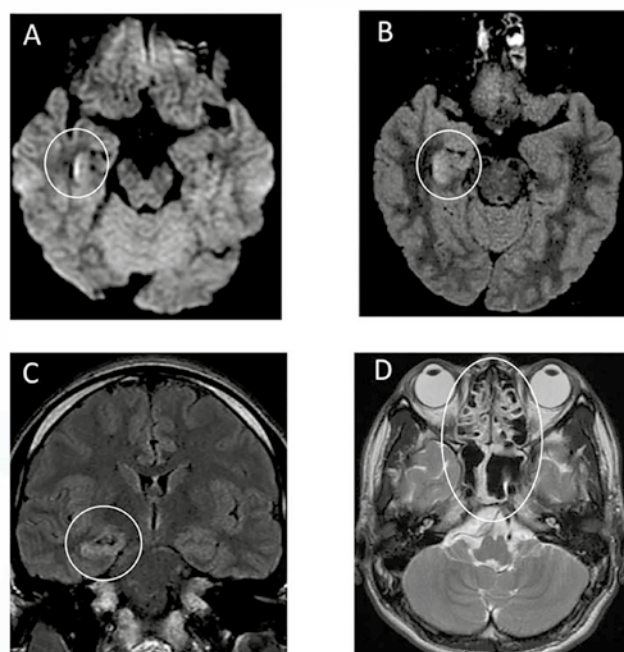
МРТ головного мозга мужчины (в возрасте 24 лет) с COVID-19 с эпизодом спутанности и судорожным синдромом (анализ ликвора на COVID-19 положительный). А: DWI, гиперинтенсивность стенки нижнего рога правого бокового желудочка; В, С: FLAIR, гиперинтенсивный МР-сигнал в проекции правой медиальной височной доли и гиппокампа с сопутствующей субатрофией гиппокампа; D, T2-ВИ, признаки пансинусита
